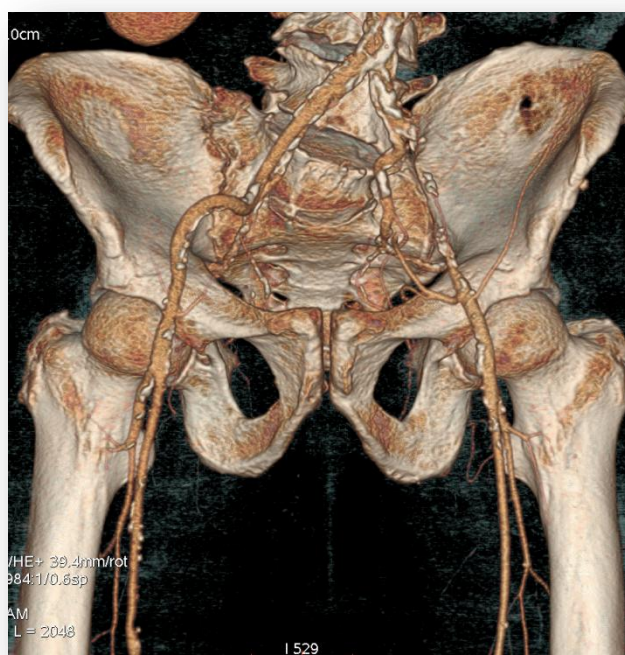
Imagen de una angio-resonancia con contraste.
